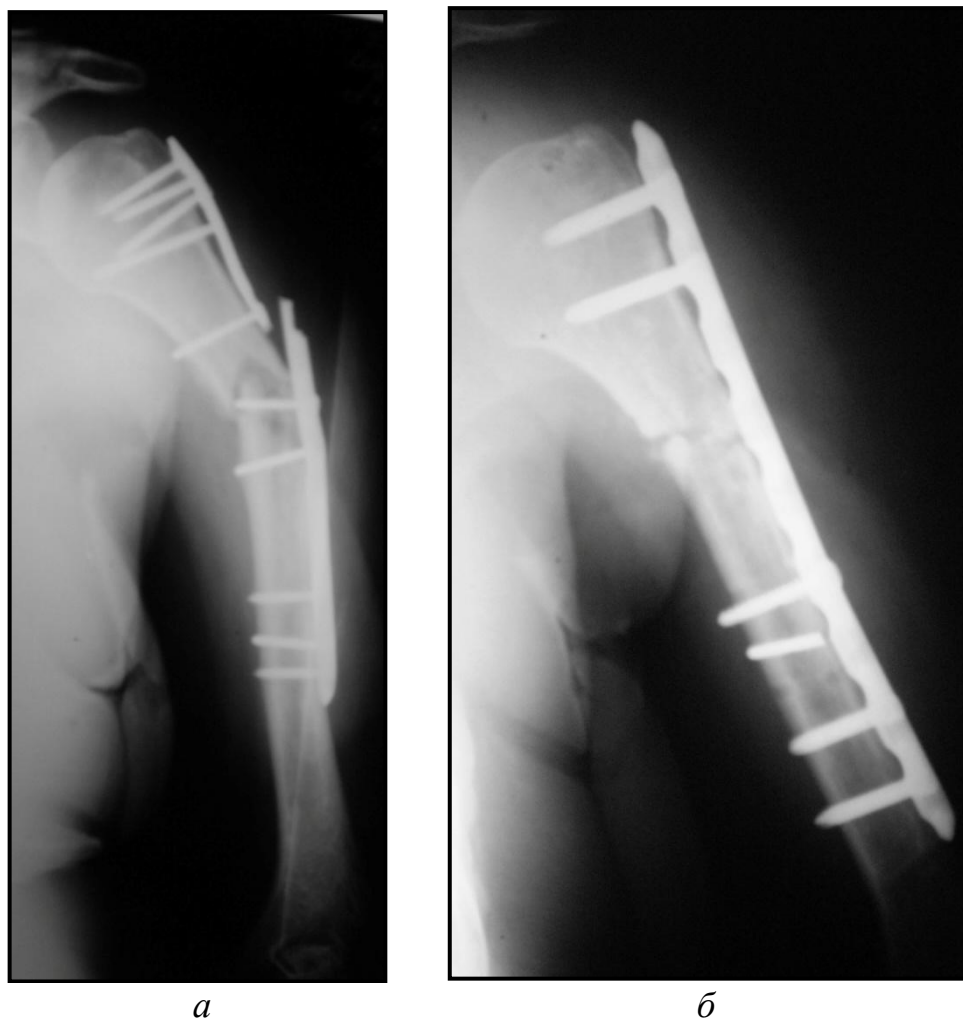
Рентгенограммы той же больной через 4 мес. после травмы.
